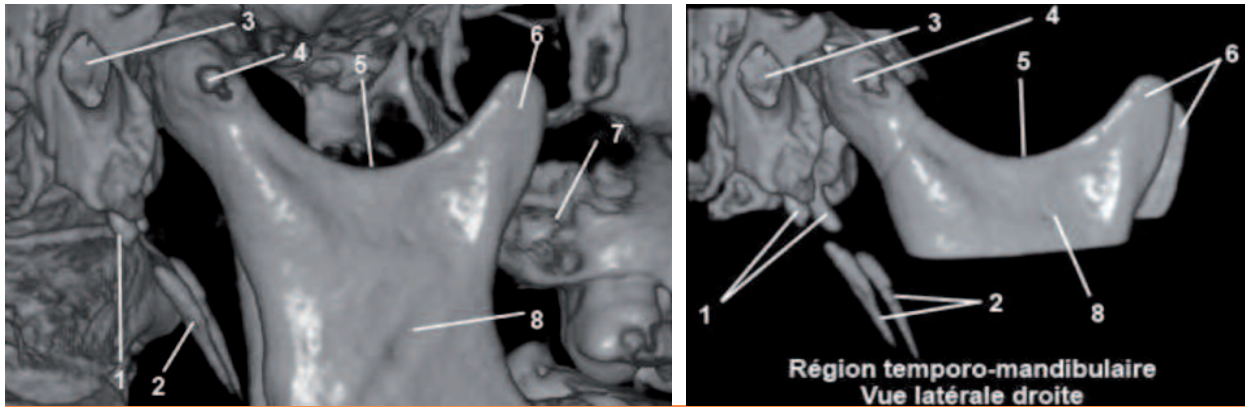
a et b Vue latérale des processus styloïdes, par imagerie, par tomographie volumique à faisceau conique ou cone beam (CBCT), reconstruction tridimensionnelle de surface en relief avec soustraction des tissus mous par seuillage (à gauche) et élimination électronique des tissus osseux voisins (à droite).
